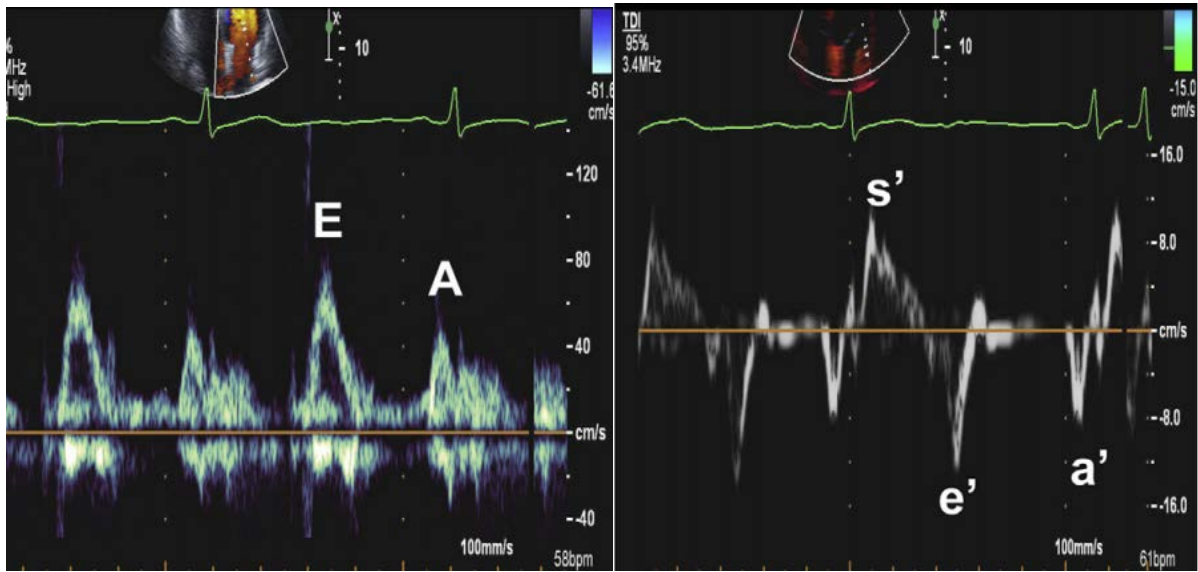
Flux mitral normal en doppler pulsé, b : Flux mitral normal en DTI
